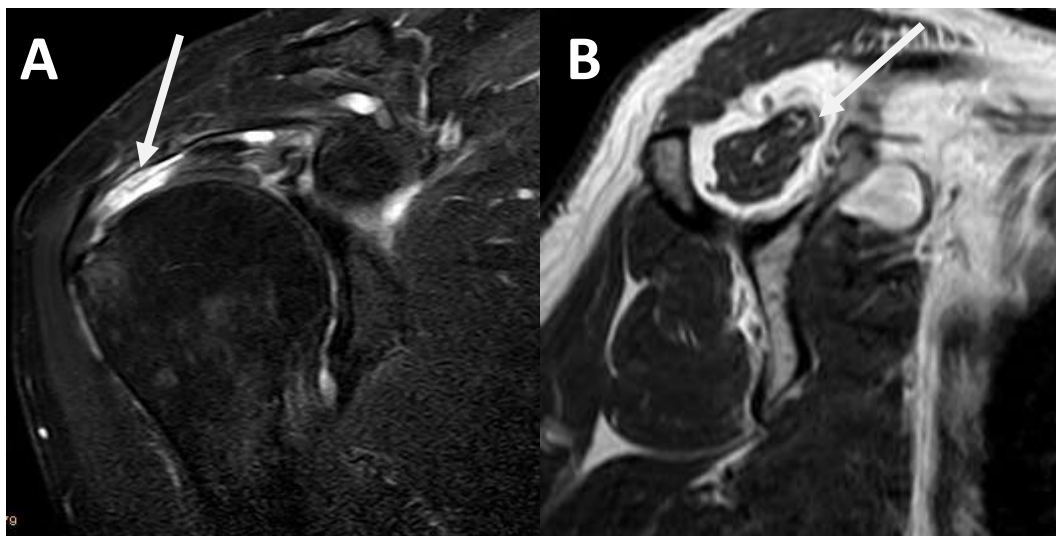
A: MRT einer Supraspinatussehnenruptur (Pfeil). B: Fettige Atrophie des Muskelbauches (Pfeil) Grad II nach Goutallier eines 62-jährigen Patienten (eigenes Patientengut nach schriftlicher Genehmigung)
